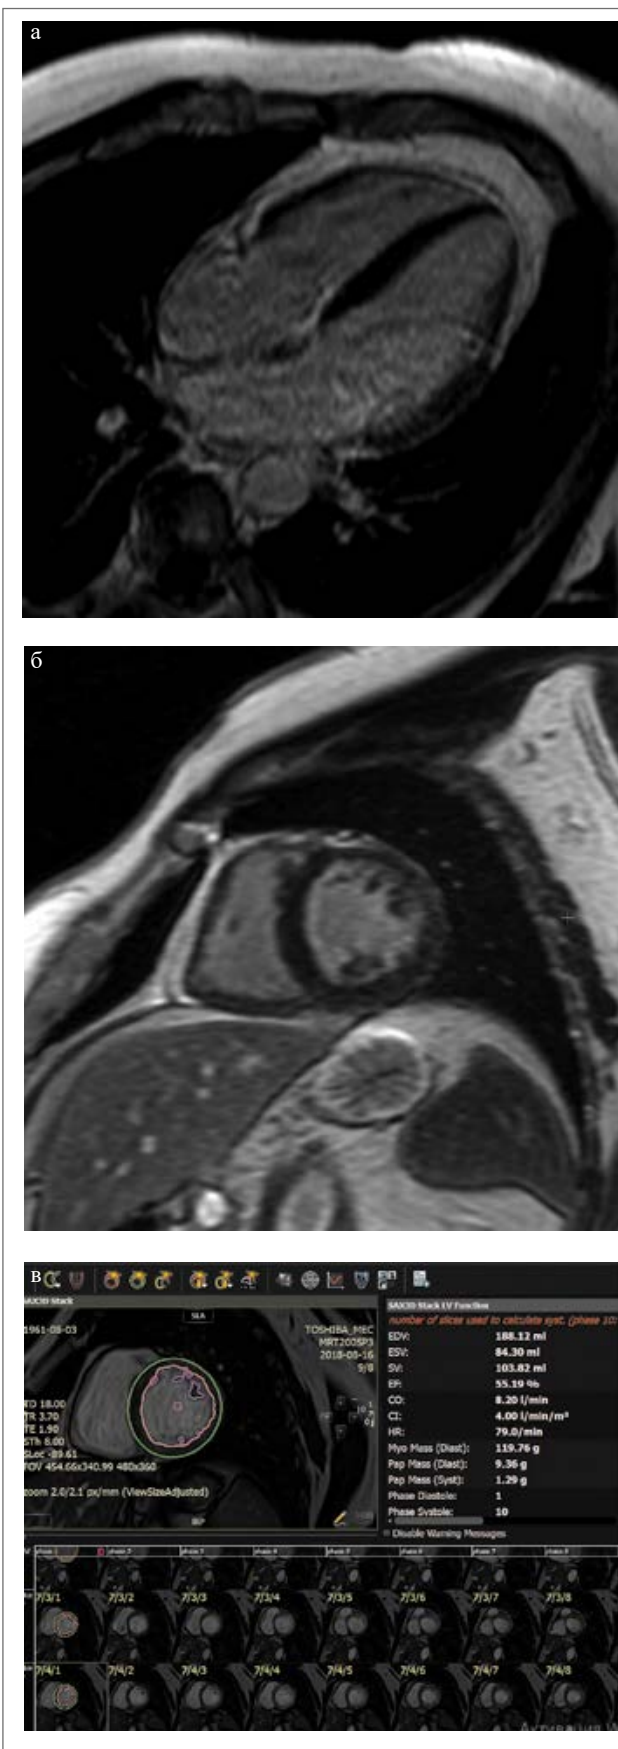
МРТ сердца: а, б – отсутствие отсроченного контрастирования, в – сохранная ФВ.
